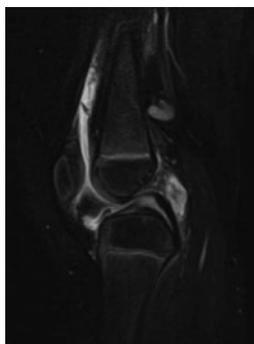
MRI 選択的脂肪抑制 T2 強調画像(症例 4)
